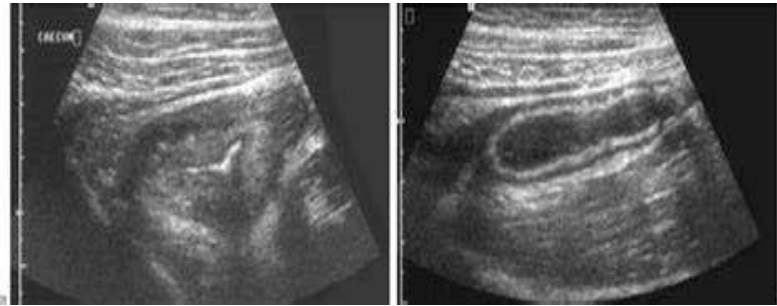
Image échographique d'une appendicite aigue
